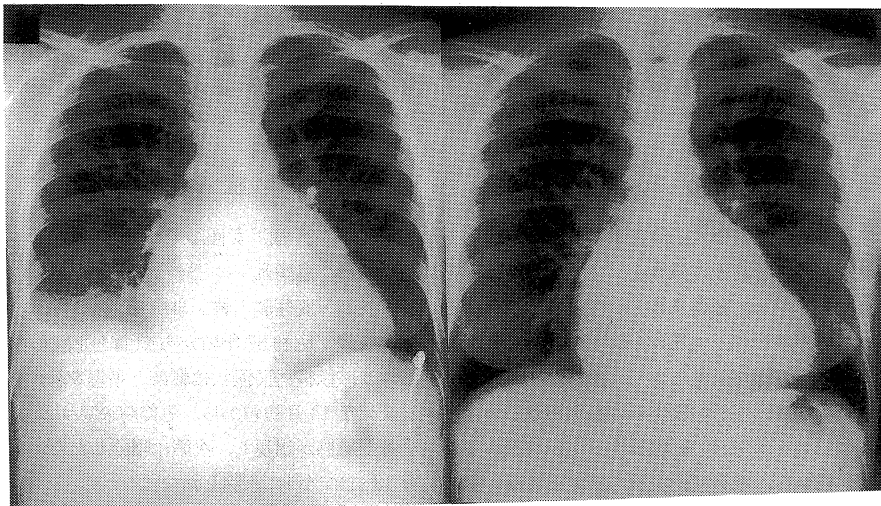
Left panel showing chest X-ray on admission, and right panel showing chest X-ray on discharge.
